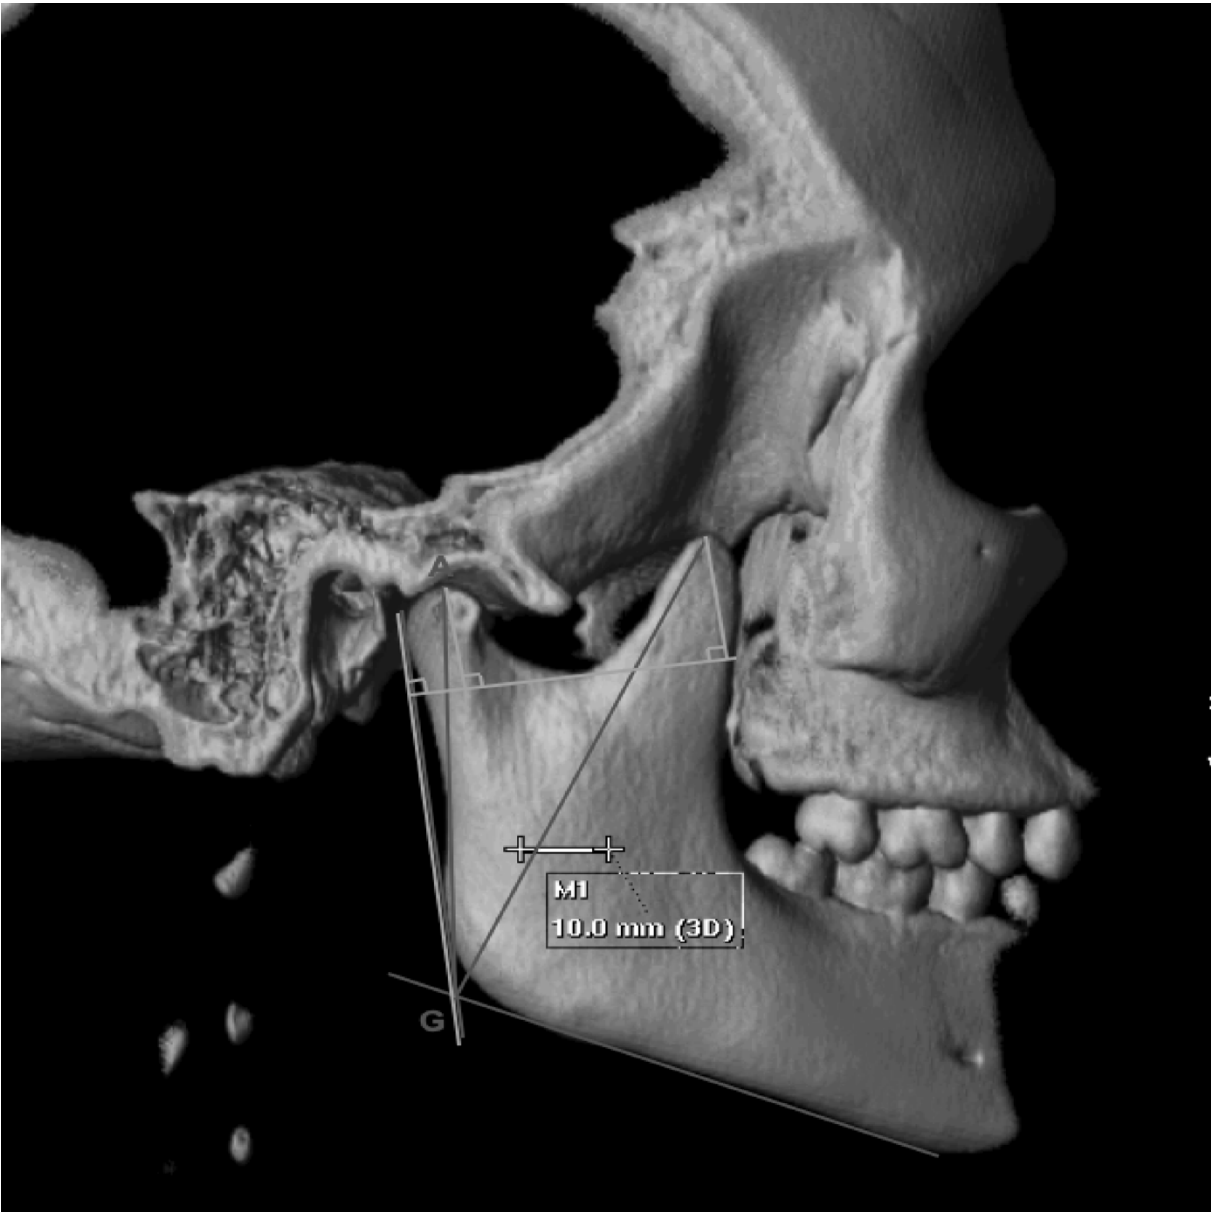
Coronoid/condyle length ratio measured on CT with the modified method described by Tavassol *et al.* (green lines) and the method described by Stopa *et al.* (red lines). A = Condyle tip. B = Coronoid tip. G = Cross point between the two lines outlining the posterior border of the ramus and the lower border of the corpus.
